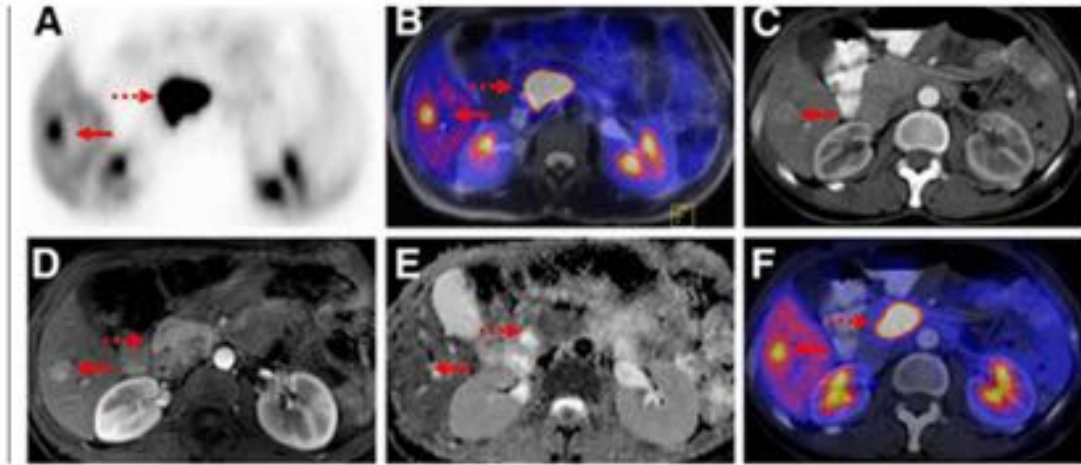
PET-TC; RM, DWI, TC
